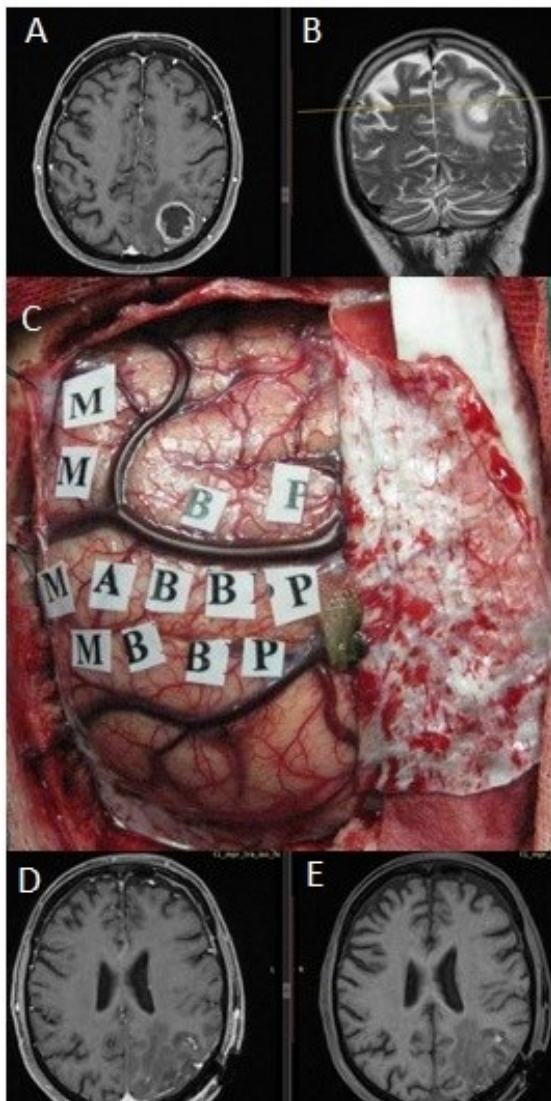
Imágenes de RM en la secuencia T1 axial con contraste (A) y T2 coronal (B) que muestran una tumoración correspondiente a glioblastoma situado a nivel parietal izquierdo en el margen posterior del lóbulo central. Se empleó cirugía con mapeo cerebral intraoperatorio para la identificación del córtex motor (C) gracias a lo cual se logró una extirpación completa como muestra la secuencia T1 de la RM postoperatoria con (D) y sin contraste endovenoso (E), en ausencia de déficit neurológico postoperatorio.
